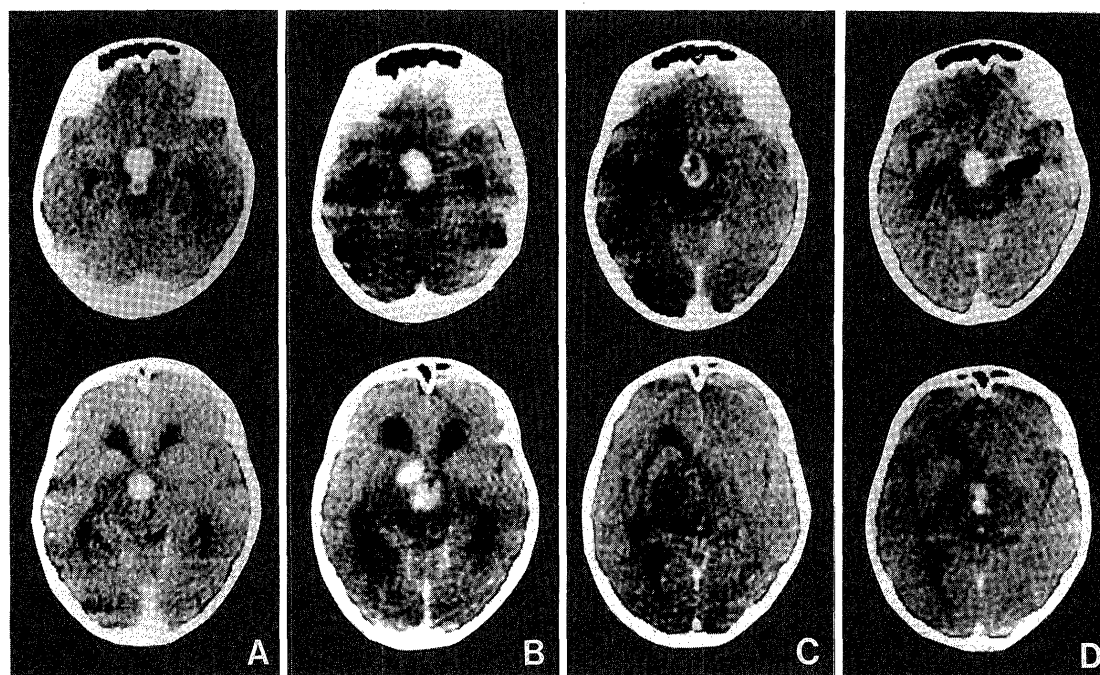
Serial postcontrast CT scans showing the maturation of the mycotic granuloma. A: On the second admission (June, 1980), B: 12 months after irradiation, C: 6 months after B, D: 10 months after C.
